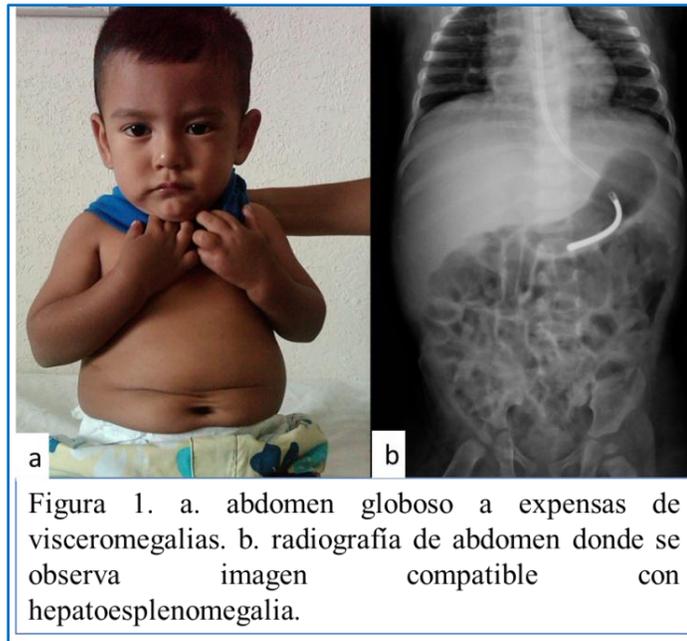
a. abdomen globoso a expensas de visceromegalias. b. radiografía de abdomen donde se observa imagen compatible con hepatoesplenomegalia.
